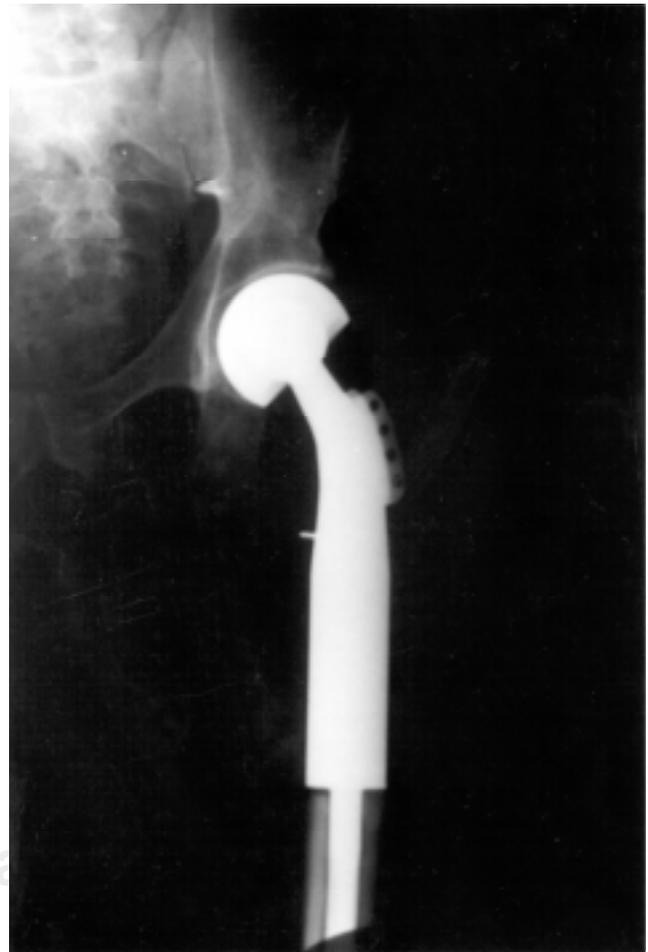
Radiografía AP con metástasis en fémur.
